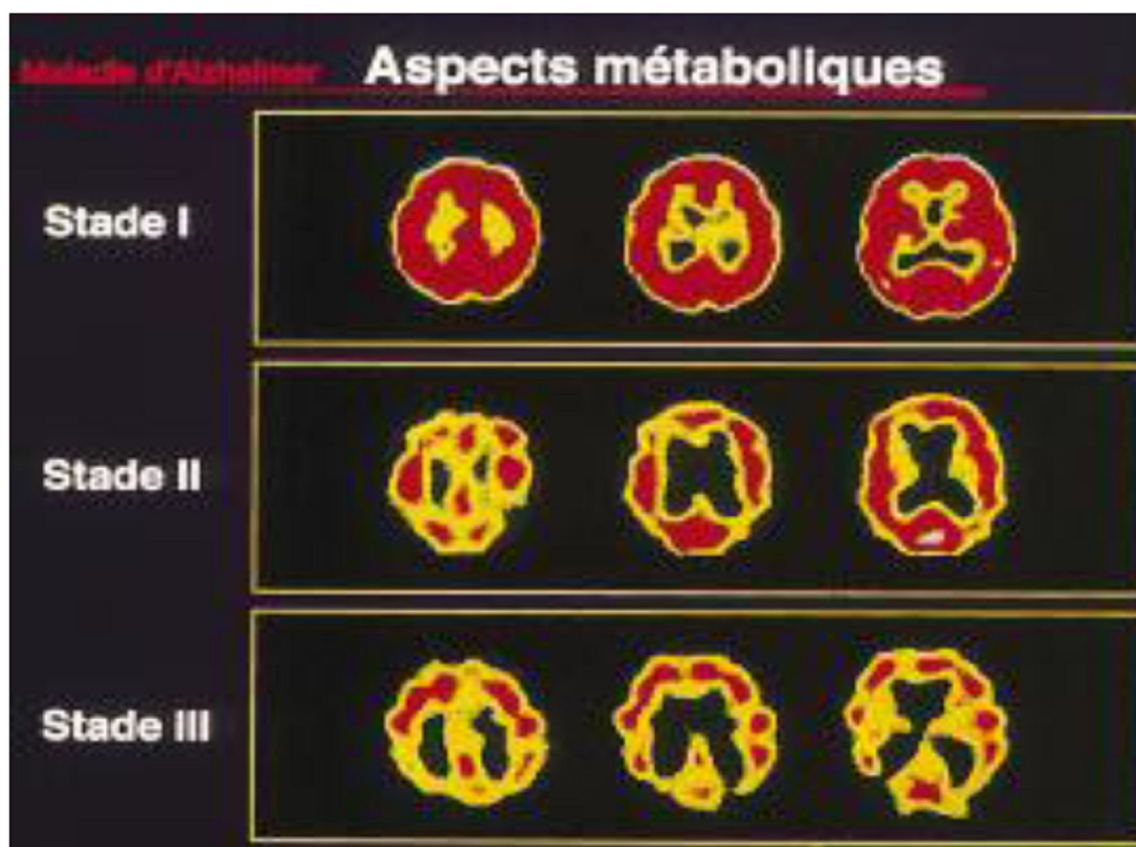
Etude du métabolisme cérébral par tomographie d'émission monophonique à trois stades évolutifs différents de maladie d'Alzheimer [95]
